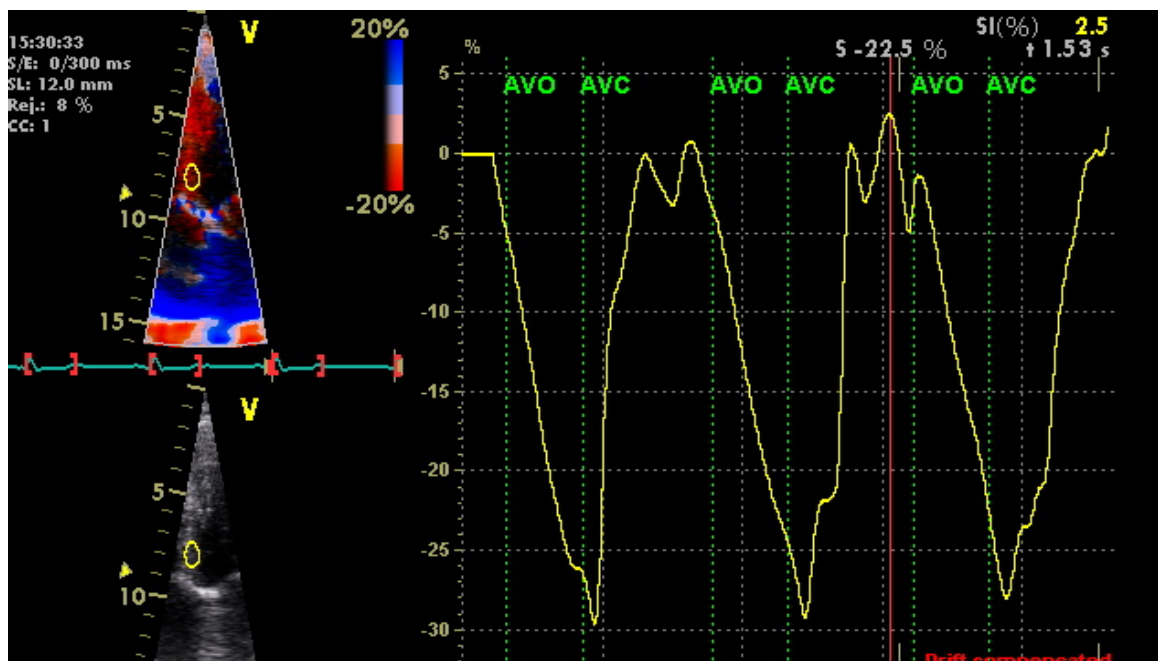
Strain* Doppler base septo interventricular.
